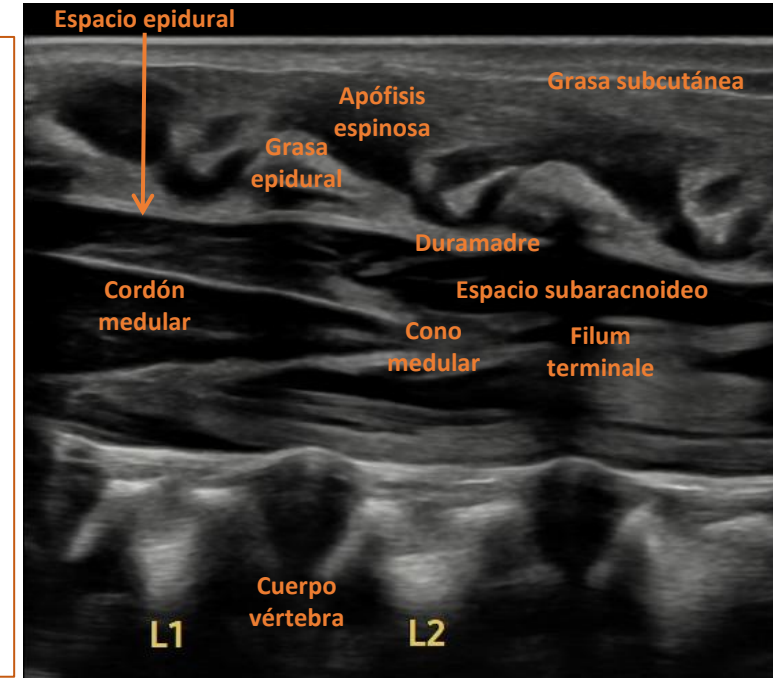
Anatomía espinal normal en ecografía en plano longitudinal.
